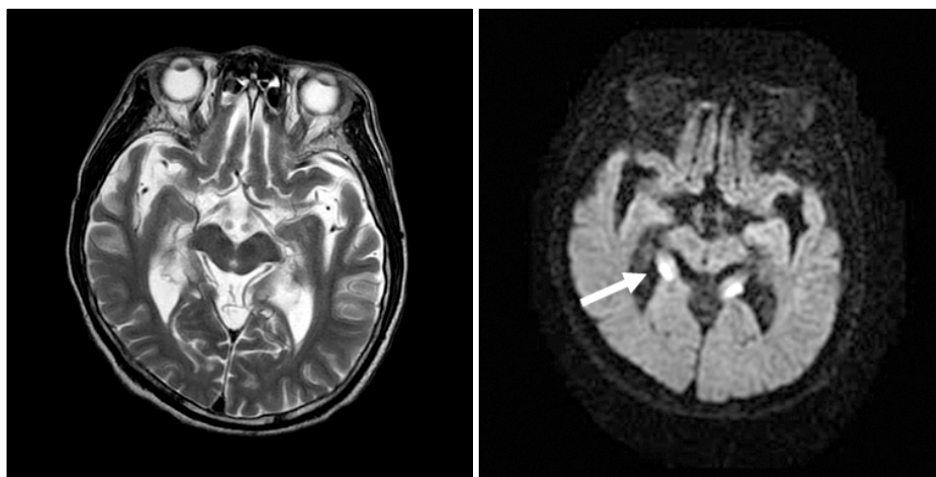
Brain MRI on admission. The T2-weighted image (T2WI) and diffusion weighted image (DWI) showed high bilateral and symmetrical signal intensity lesion in medial temporal gyrus, especially in entire length of hippocampus.
